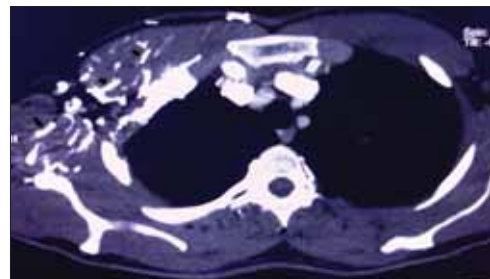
Axial CT image disclosed extensive venous collaterals on the right chest wall secondary to subclavian vein occlusion (arrows)
